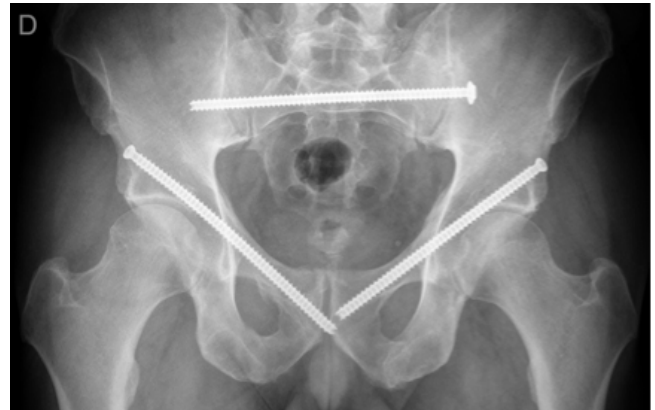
Radiografía de pelvis anteroposterior en la que se utilizan tornillos de diámetro 7.0mm por ambas ramas iliopubianas y transilíaco-trans-sacro.
